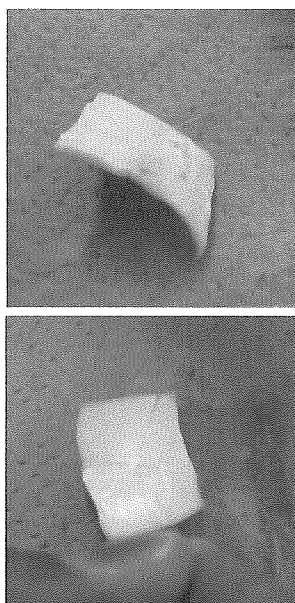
44T-T71 4410、レベル5、1秒の超音波振動（上：外壁側、下：内壁側）
